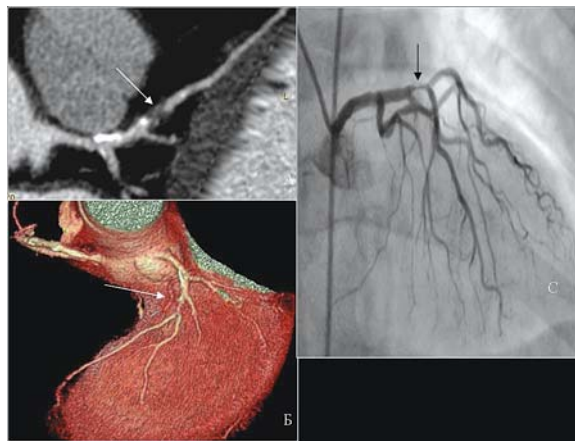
Пациент 67 лет. Поступил с жалобами на подъемы артериального давления, появление давящих болей в левой половине грудной клетки с распространением за грудину при физической нагрузке и в покое. При МСКТ (А, Б) — в среднем сегменте ПНА — субтотальный стеноз за счет мягкой циркулярной бляшки (стрелки). При проведении коронарографии (С) пациенту была выполнена БАП и имплантация коронарного стента CYPHER в стенозированный участок ПНА (стрелка).
